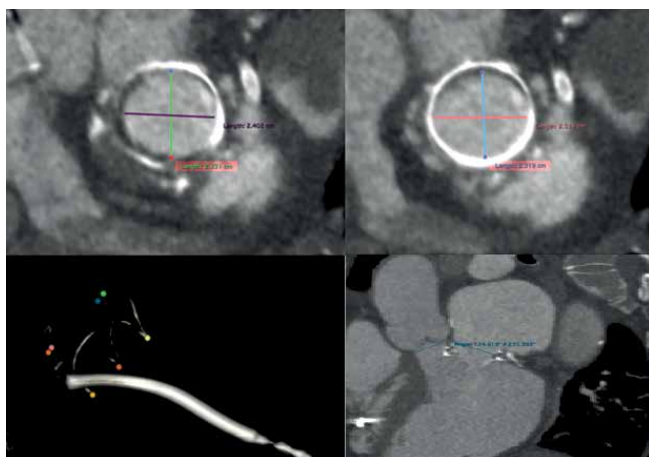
Компьютерная томография. Измерение внутреннего диаметра биопротеза и митрально аортального угла.
